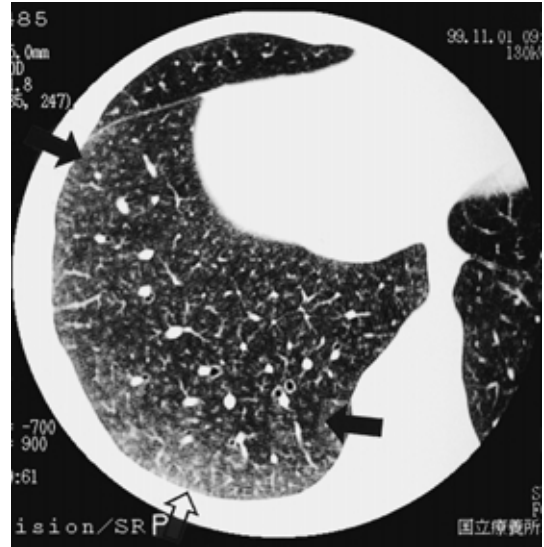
HRCT findings in Case 3: HRCT showing diffuse ground-glass opacities and multiple ill-defined centrilobular nodules. The centrilobular nodules are superimposed on the ground-glass opacities (arrows) Intralobular linear opacities are visible in the right lower lobe (open arrow)
